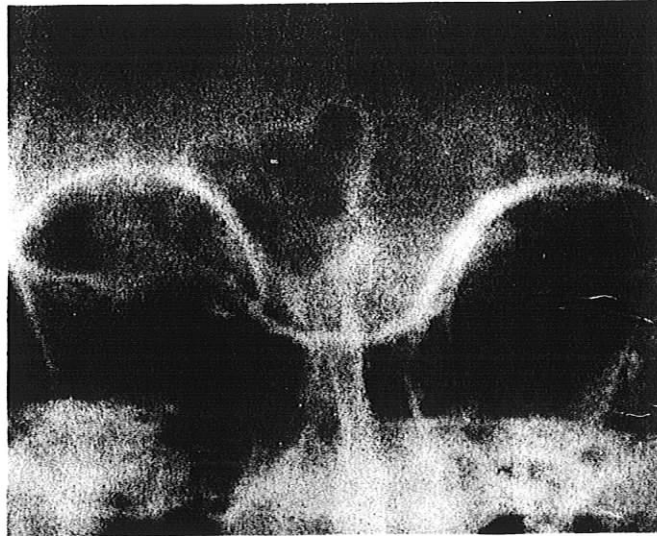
Cas n°1 :Radiographie ante mortem
